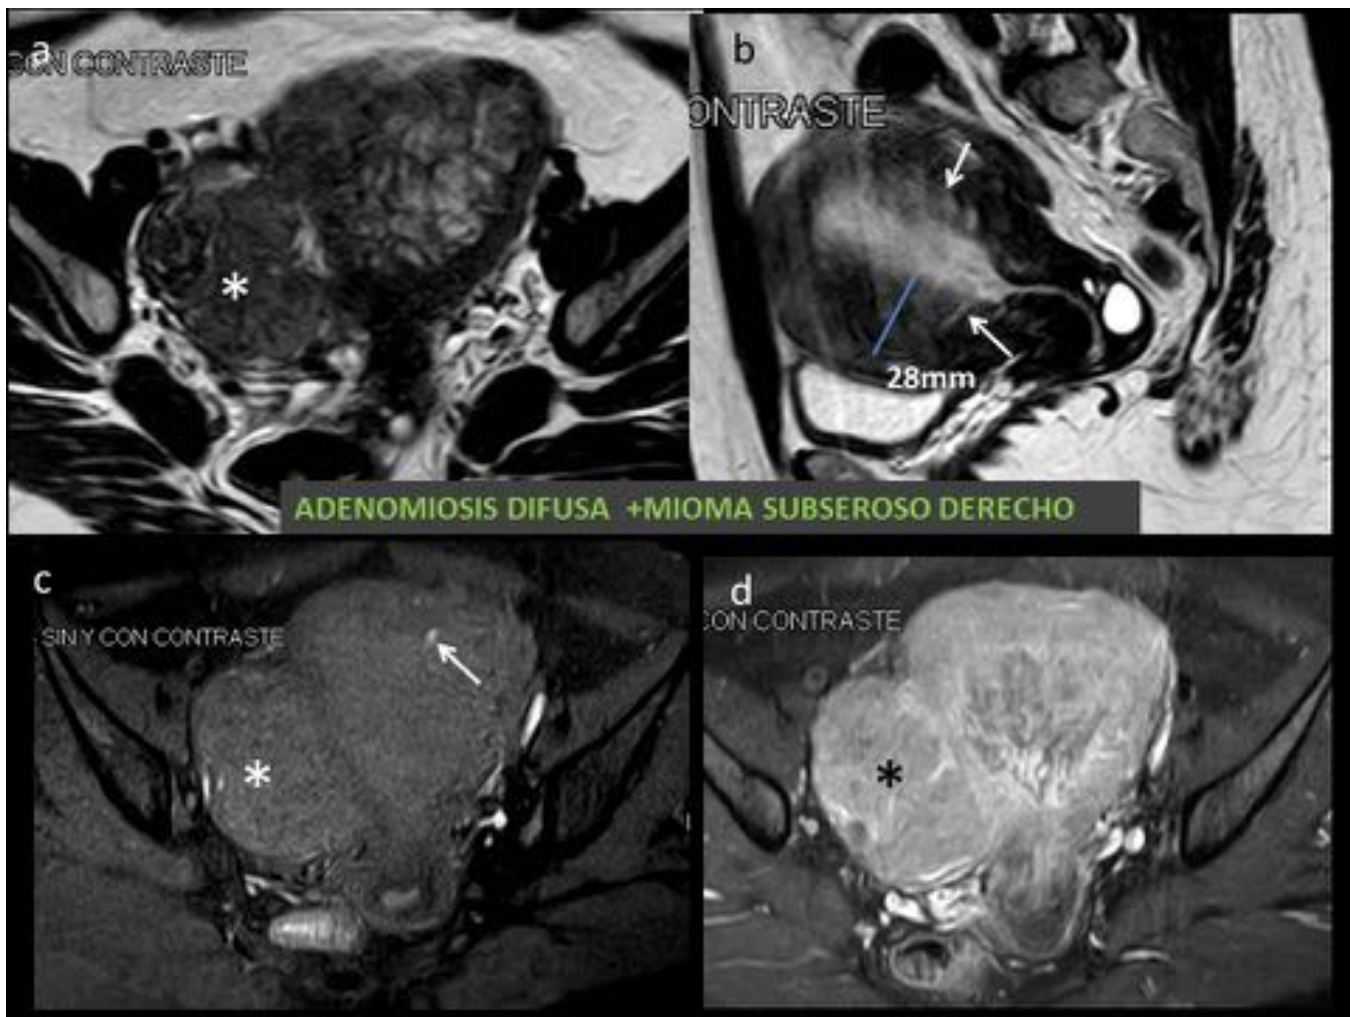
Mujer de 57 años. G4. Se solicita RM por imagen quística sospechosa de tumor en ovario derecho y elevación de marcadores tumorales. En RM se identifica un útero aumentado de tamaño de forma difusa, con engrosamiento de la ZU, que muestra estriaciones lineales del endometrio hacia el miometrio (flechas en b), con focos hemorrágicos (flecha en c, T1 FS sin contraste), y captación difusa heterogénea con contraste (d). En región aneal derecha se identifica un mioma subseroso (asterisco).
